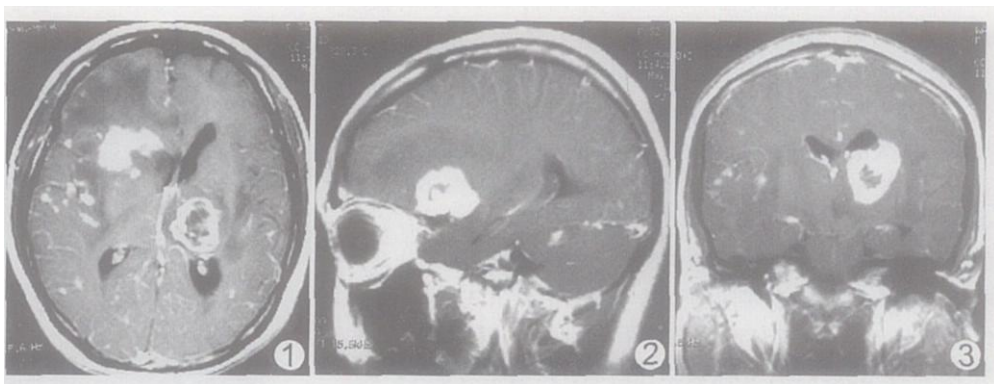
轴位增强 MRI 示右侧额、颞叶、左侧丘脑多发大小不等长 T1、长 T2 信号影, 左侧丘脑内见更长 T1T2 信号, 伴侧脑室受压。增强后上述病变不规则环形或结节状强化, 其中左侧丘脑和右侧额叶呈“肿块”样强化 图 2 右侧额叶“肿块”样强化影, 小脑结节状强化, 顶部脑膜以及小脑幕异常强化结节影
